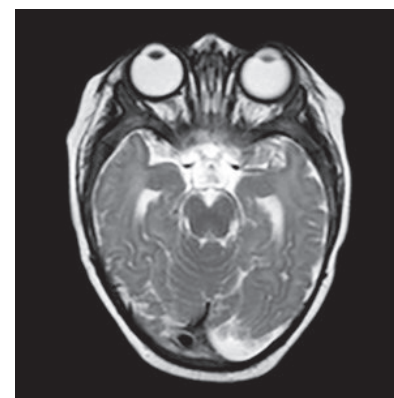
RM cerebral en lactante con PC tetraparética, antecedente de prematuridad EG 28 ss, PN 950 gr. Encefalopatía multiquistica, deficiencia visual severa:VP no medible. Negligencia en todos los cuadrantes. Apraxia oculomotora. Atrofia nervios ópticos.
